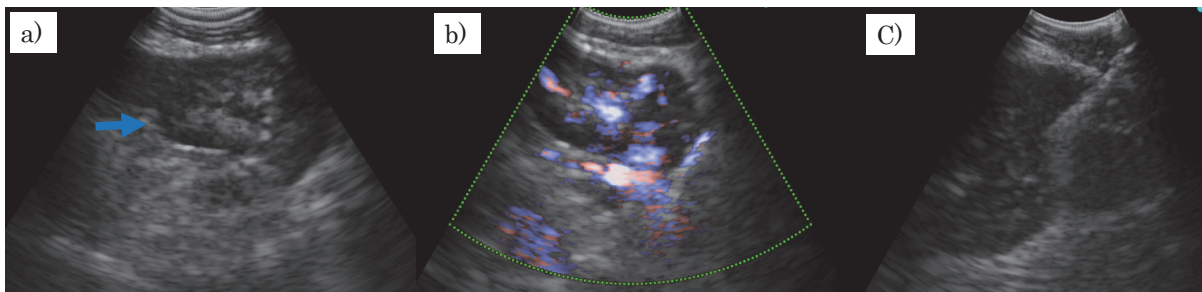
経食道的気管支鏡下穿刺吸引生検(EUS-B-FNA)超音波画像
